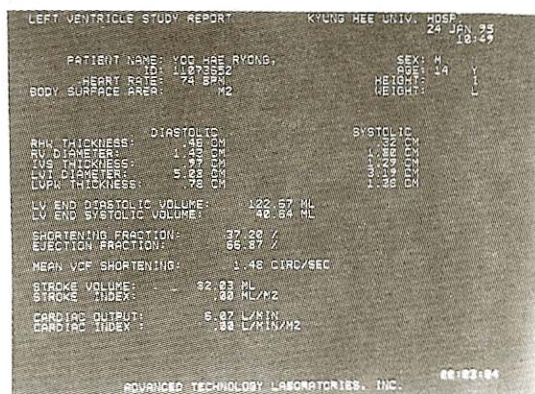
Ventricular function checked by echocardiogram
